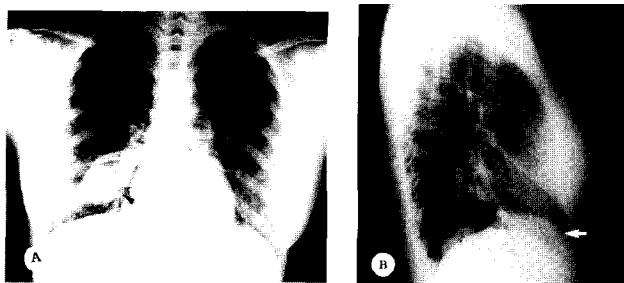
Preoperative chest X-ray. A. Chest PA shows mass-like lesion(arrow) on right lower lobe. B. Chest lateral, right shows mass-like lesion(arrow) on right lower lobar bronchus and pneumonic consolidation(white arrow) on anterior basal segment of right lower lobe.
